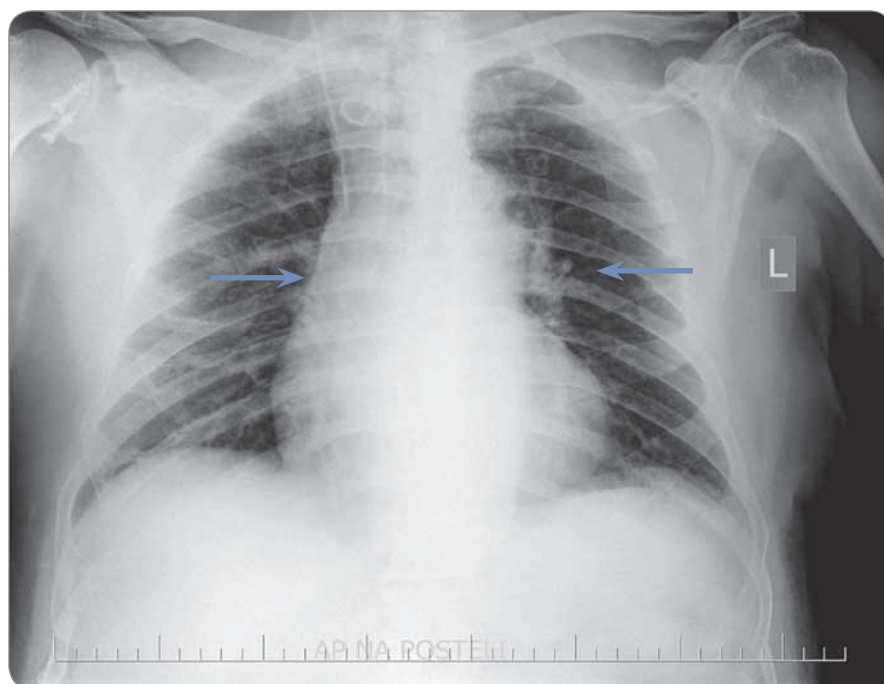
A chest radiograph in an antero-posterior position with the patient in a recumbent position; non-specific slightly increased perihilar vessel markings (blue arrows) are visible.
